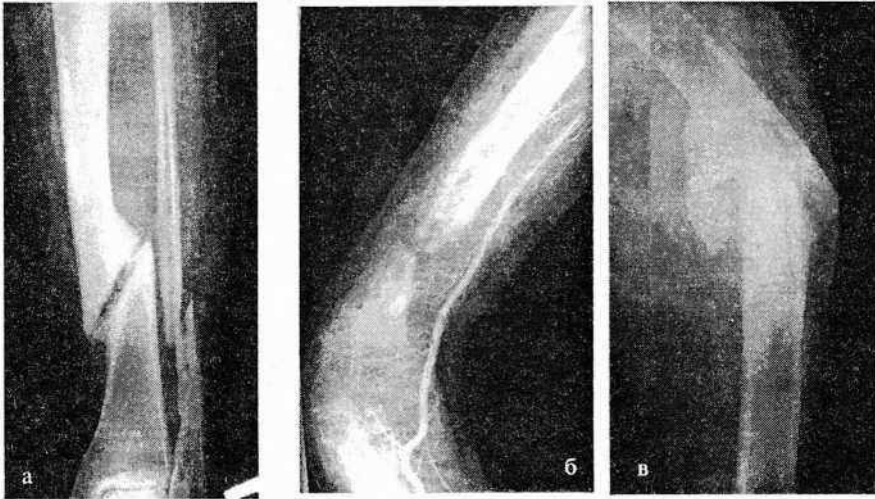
Рентгенологическая картина основных видов нарушения консолидации отломков костей:
